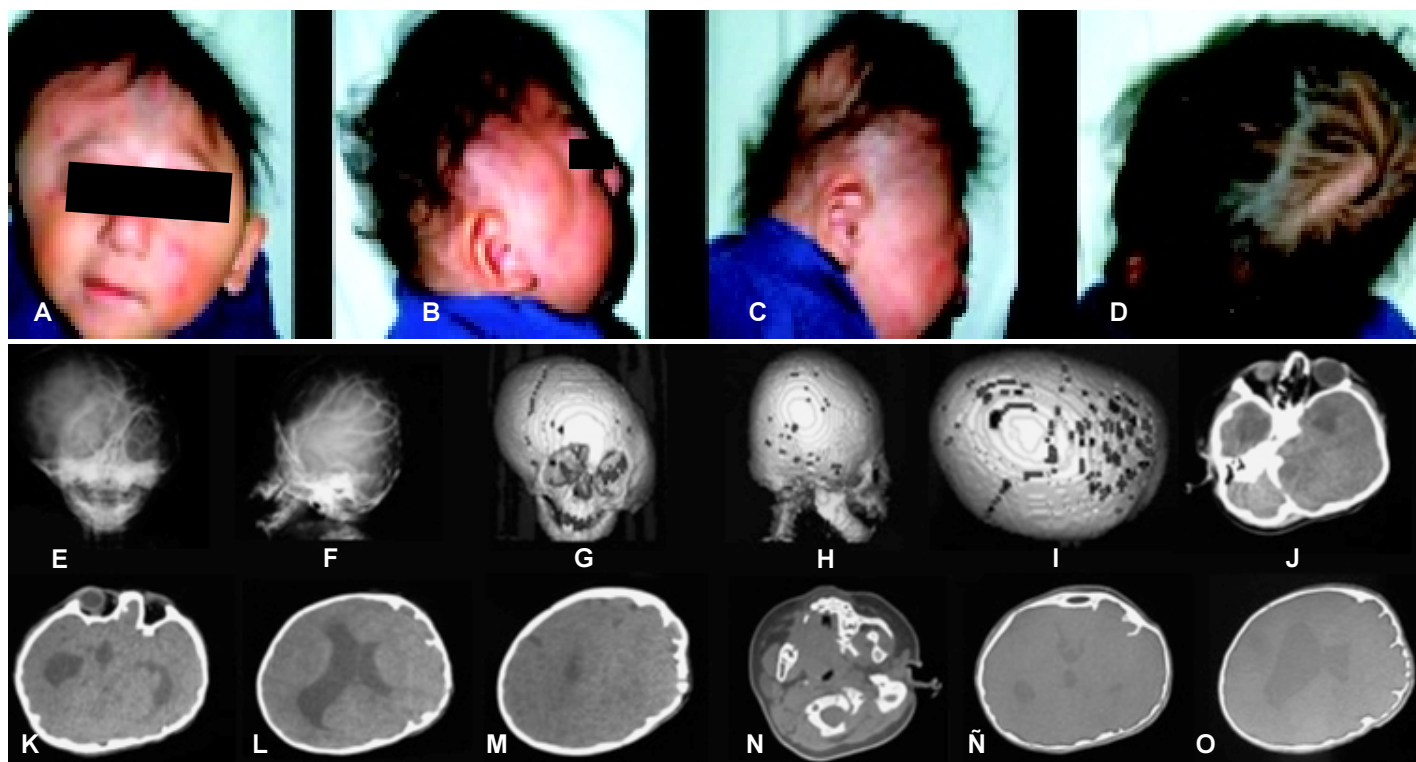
Craneosinostosis multisutural (probable variante de plagiocefalia con oxicefalia). Masculino de cinco meses con diagnóstico de craneosinostosis compleja. En la TC existe asimetría marcada del cráneo a expensas de sinostosis sagital, coronal y lambdaidea izquierdas, el cráneo adopta forma de hemiturricefalia, la cabeza tiene forma oblicua, con abombamiento de los huesos de lado izquierdo y con irregularidad de la tabla interna en relación a cráneo lacunar. Asimismo existe dismorfia facial y la órbita está hipoplásica. Se observa disminución del volumen de los lóbulos frontal, parietal, temporal y occipital izquierdos. La fosa posterior está disminuida de tamaño. El sistema ventricular supratentorial está dilatado asimétricamente con aumento de tamaño de ambos cuernos frontales y occipitales y el tercer ventrículo también son amplios.
